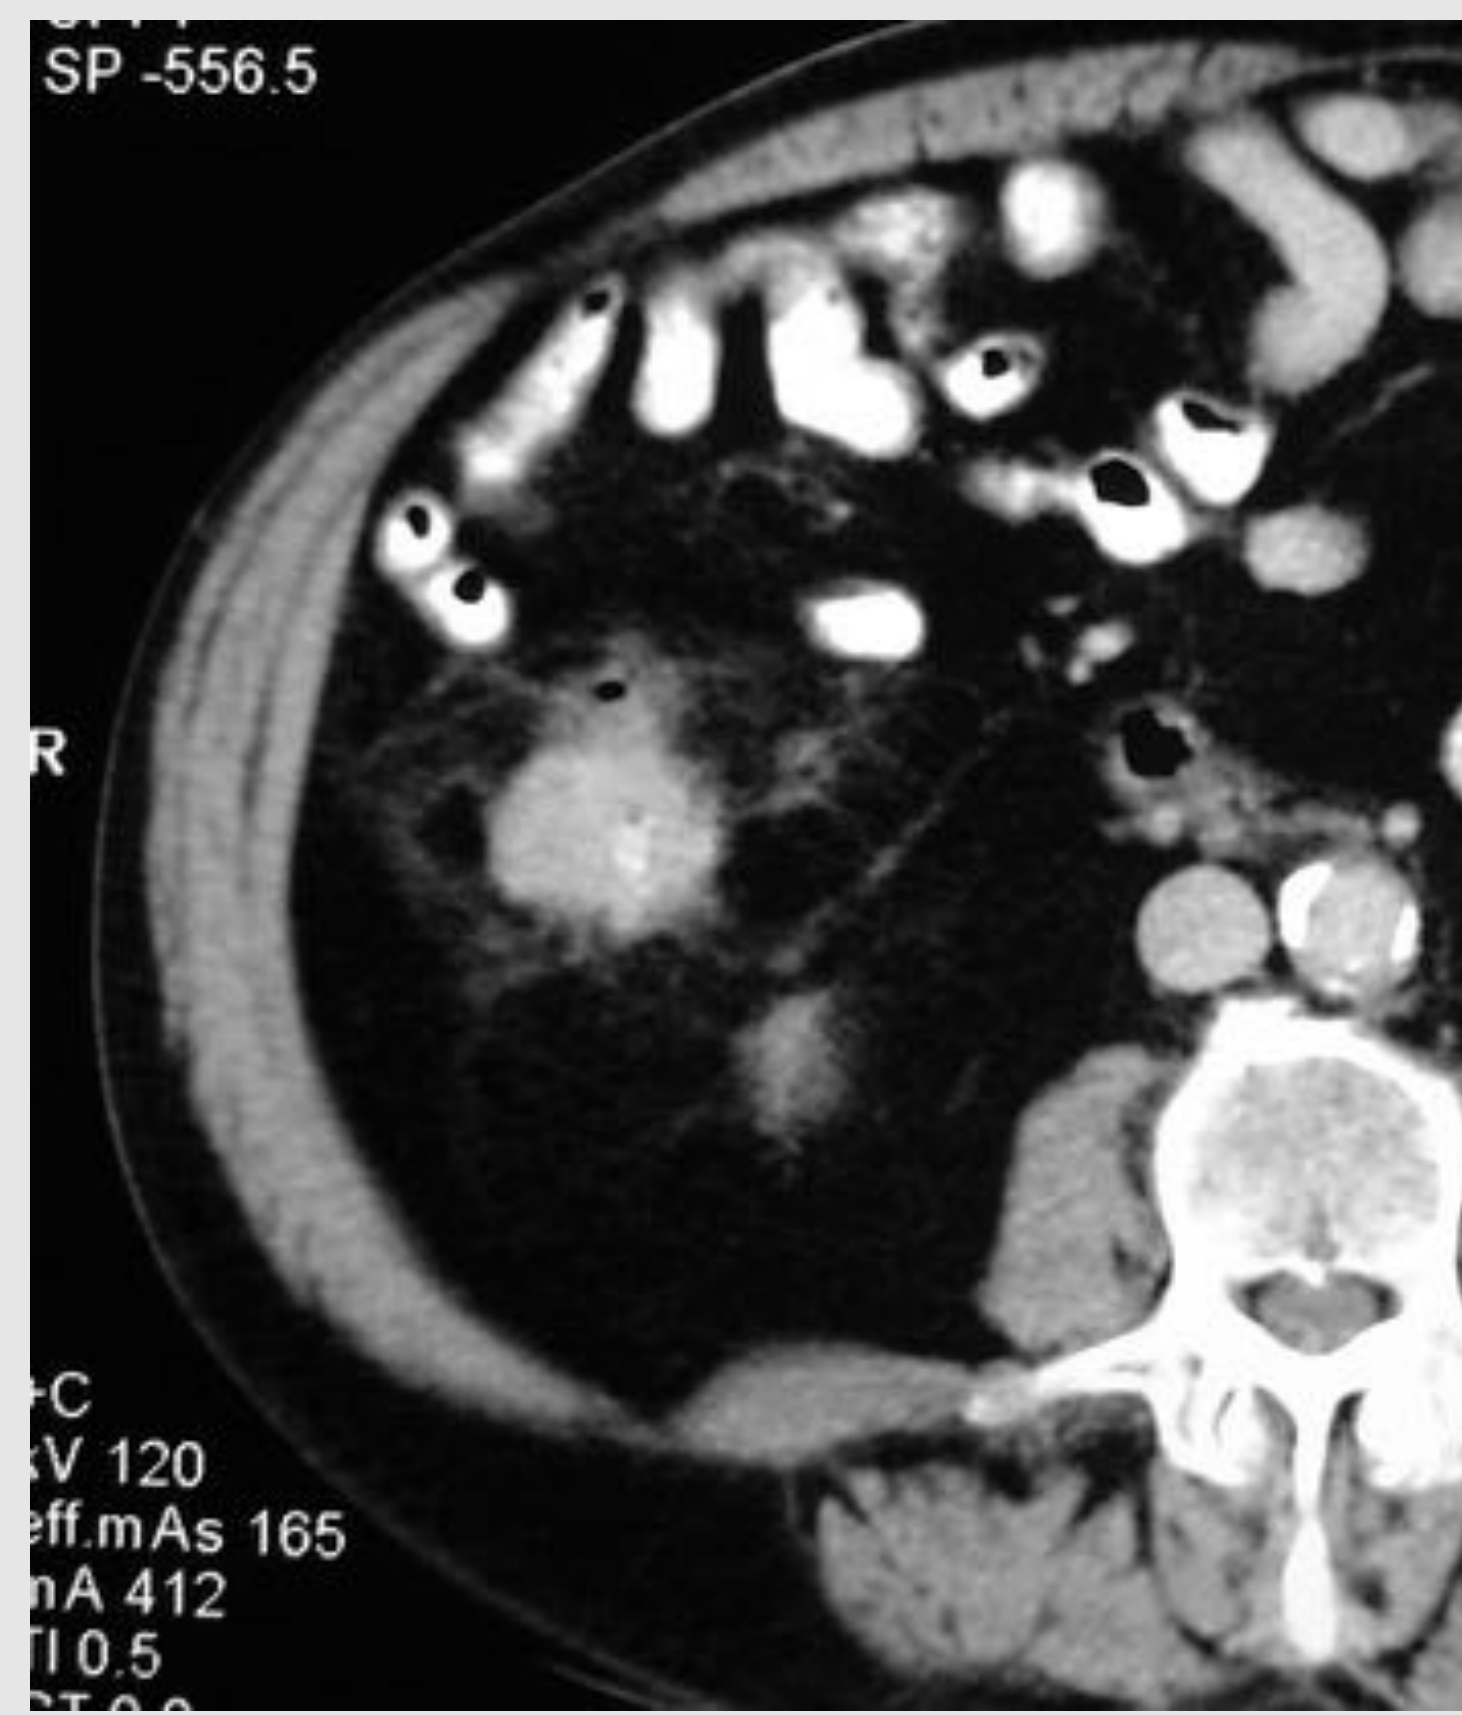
Absceso en la zona de ablación. Carcinoma de células renales de 3 cm en una mujer de 84 años. La ablación, usando un electrodo de RF de 4 cm, transcurrió sin incidencias. En el control por TC al mes se observó un absceso en la tona tratada, con burbujas aéreas. La paciente, sin embargo, estaba asintomática. Fue tratada con drenaje percutáneo con éxito. Los controles a los 8 meses y a los 4 años muestran únicamente cambios cicatriciales en la zona de ablación.
